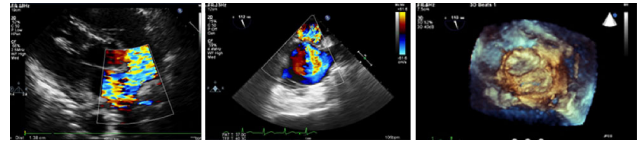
Postoperative Imaging Modalities. Upper Left: Postoperative transthoracic echocardiogram (TTE) shows intracardiac atrial septal defect. (ASD). Upper right: Postoperative transesophageal echocardiogram (TEE) shows left to right shunt in interatrial septum (IAS). Lower middle: 3D reconstruction of intracardiac ASD with postoperative TEE.
